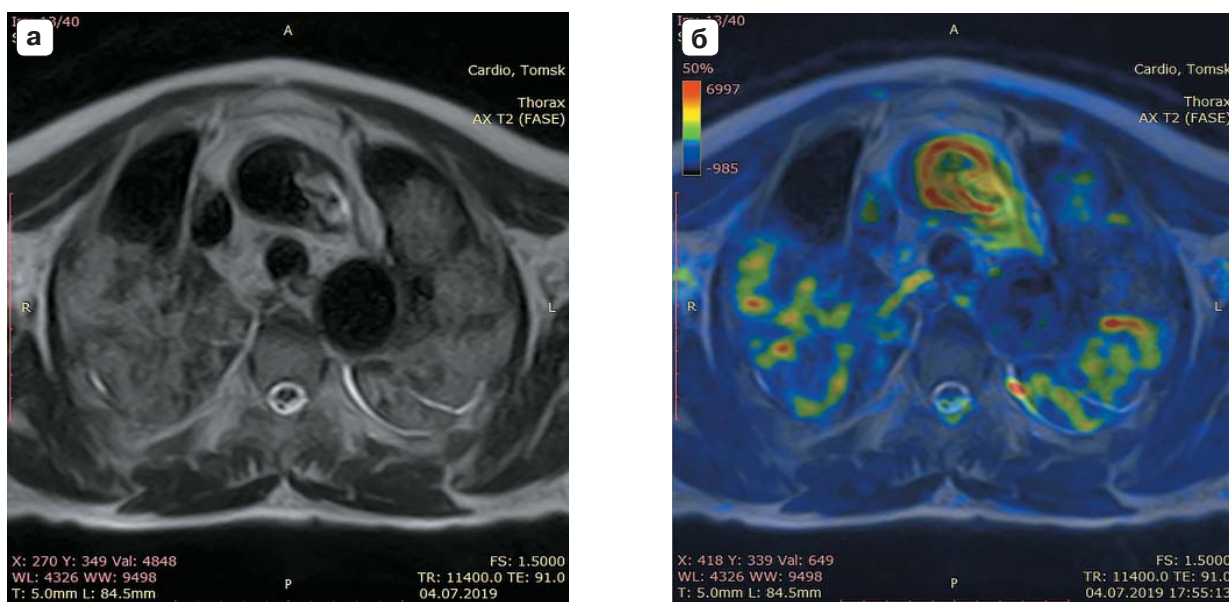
МРТ-изображение двусторонней долевой пневмонии в Т2-взв. режиме (а – изображение в градациях серого) и при совмещении поверх Т2-взв. МР-томограммы диффузионно-взвешенного изображения в той же плоскости (б – диффузионно-взв. изображение в цветовой шкале поверх Т2-взв. МР-томограммы в градациях серого). Наряду с гиперинтенсивным диффузионно-взвешенным изображением наиболее поврежденных участков паренхимы легких ярко визуализируется стенка аорты без признаков флотирующих отслоенных участков эндотелия. Впоследствии спустя 2,5 мес развилась расслаивающая острая аневризма аорты приведшая к смерти пациента в течение часа.
